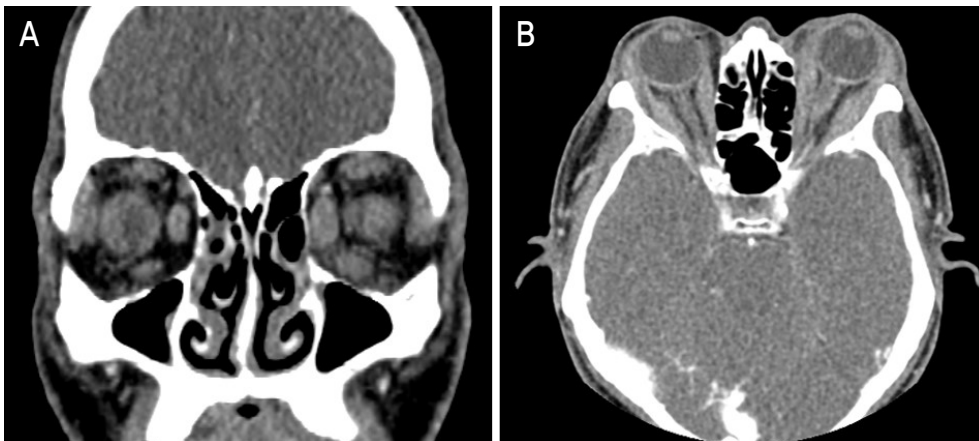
Orbit computed tomography of the patient. (A) Coronal scan shows enlargement of all extraocular muscles and bilateral lacrimal glands. (B) Axial scan shows mild bilateral proptosis and enlargement of extraocular muscles accompanied by tendon involvement.
